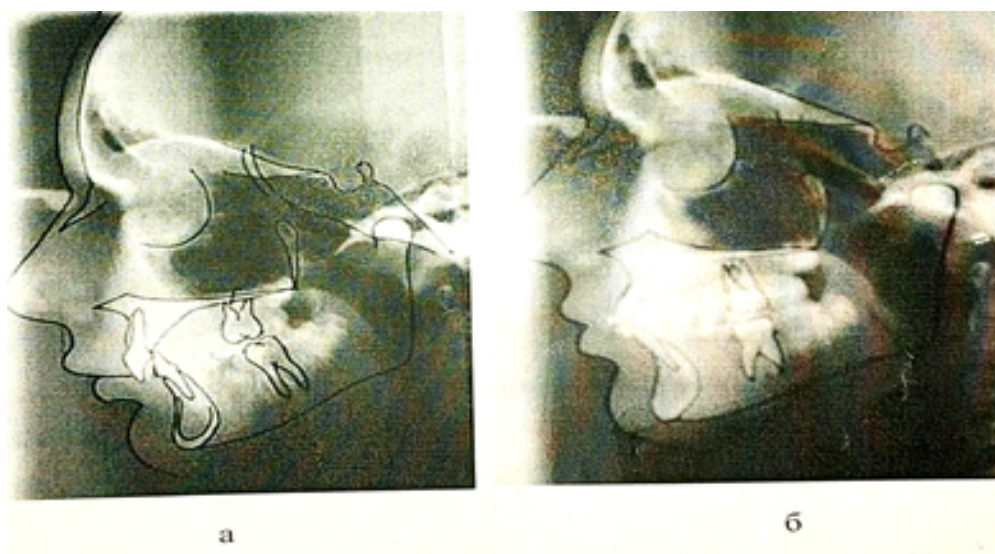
Боковая телерентгенограмма, до и после лечения
